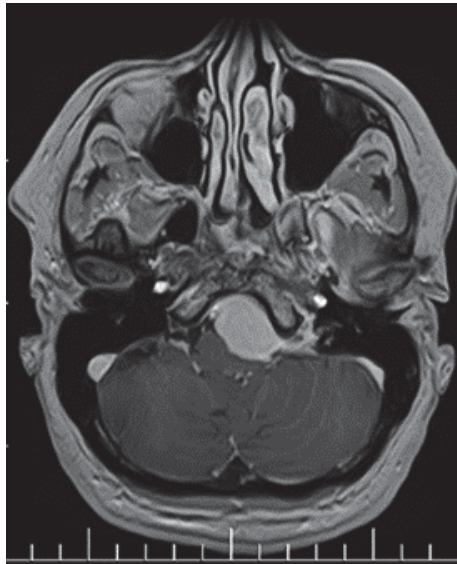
МРТ головного мозга до оперативного вмешательства: МОКВП слева размерами 24 x 28 x 20 мм
